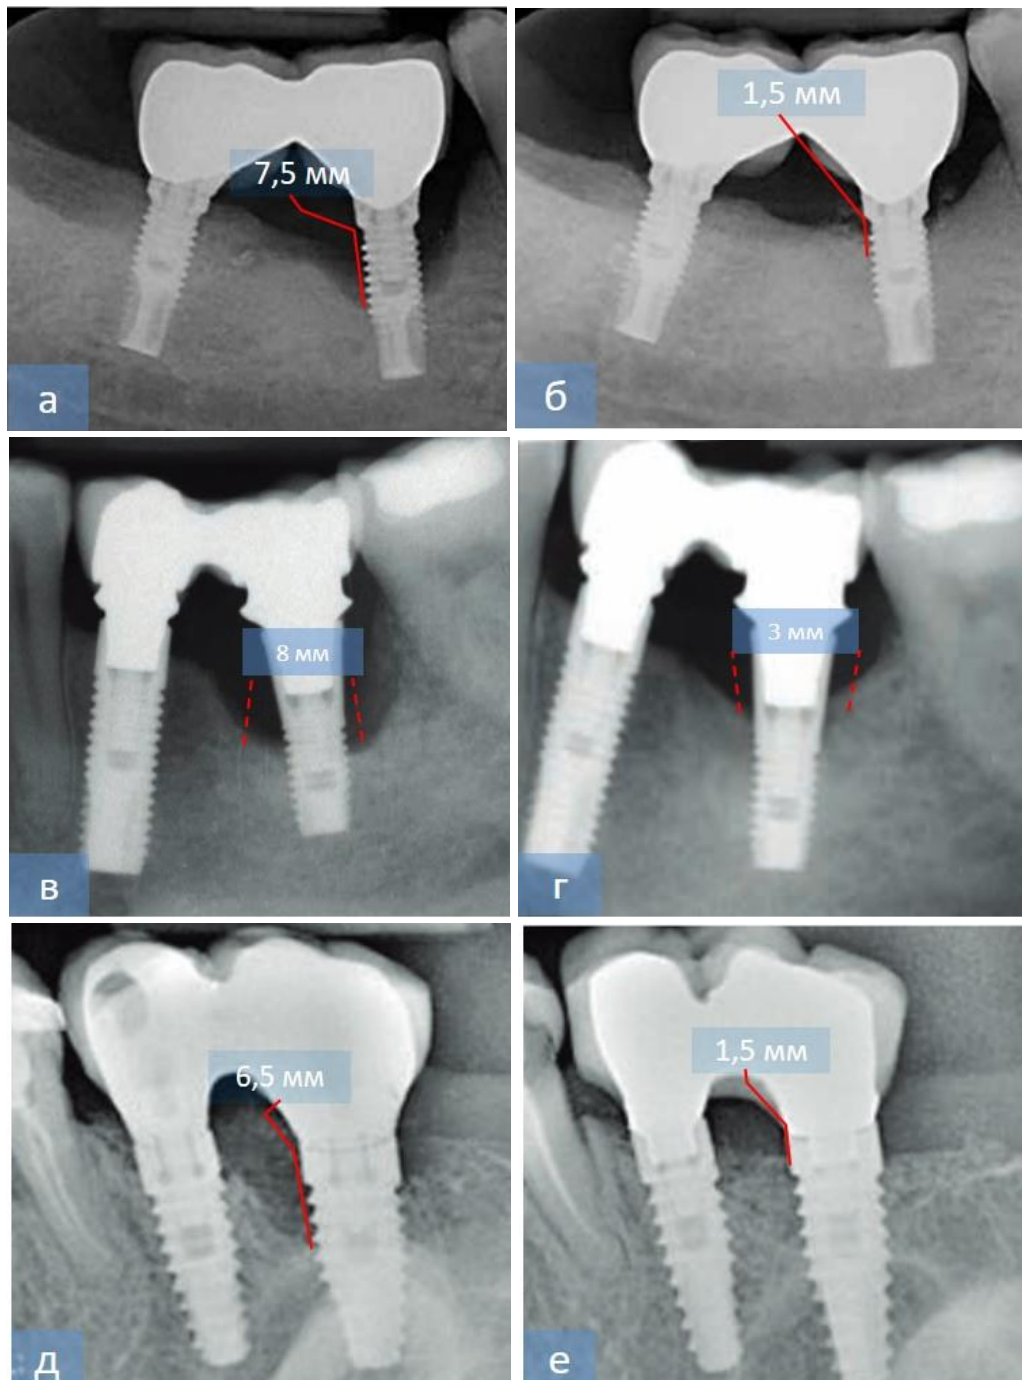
Результаты рентгенологического исследования через 6 месяцев (а, б, д, е) и 12 месяцев (в, г) после операции по ремоделированию периимплантной зоны у пациентов контрольной (в, г), первой (а, б) и второй (д, е) основной группы
